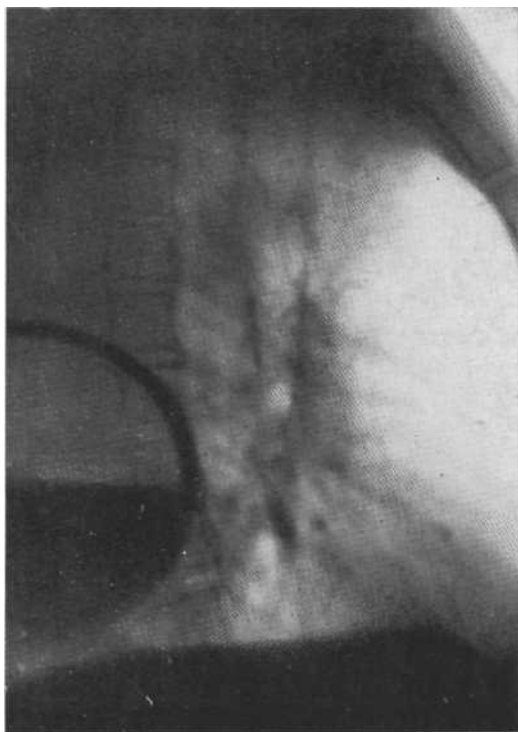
Боковая рентгенограмма. Осумкованный пневмоилеврит у задней стенки грудной клетки. Стенки полости довольно толстые. Окружающая легочная ткань интактна. Пункция.
